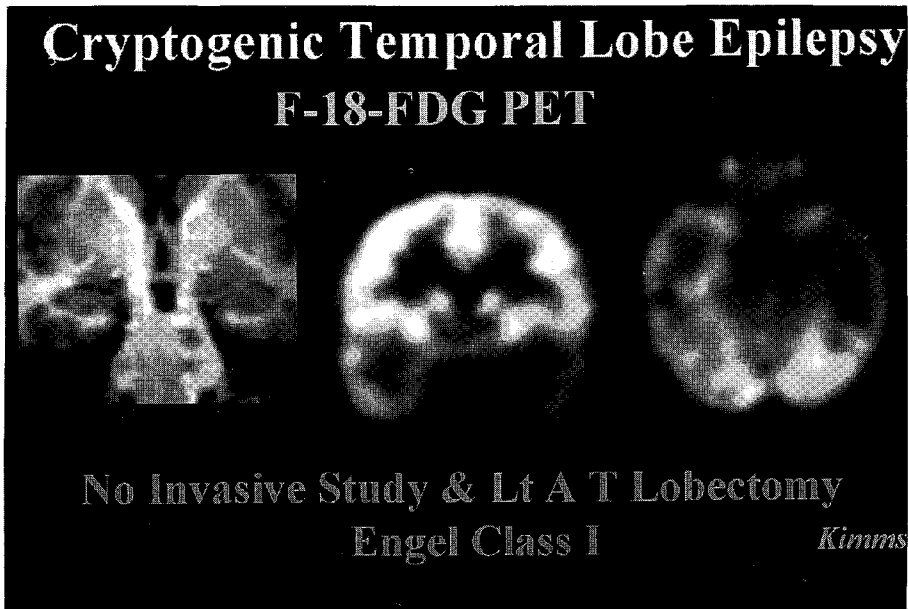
난치성 간질환자에서 F-18 FDG PET으로 찾은 간질 원인병소. MR이 정상이나 왼쪽 측두엽의 포도당 대사가 매우 감소하여 간질 원인병소임을 알 수 있다.
